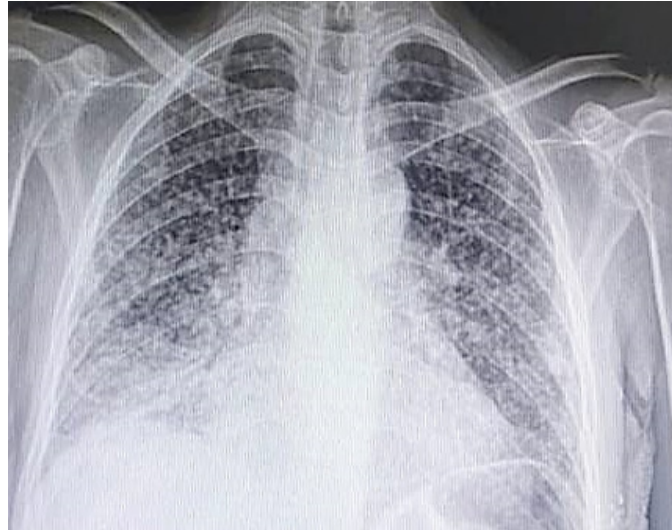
Radiografía de tórax compatible con tuberculosis miliar
